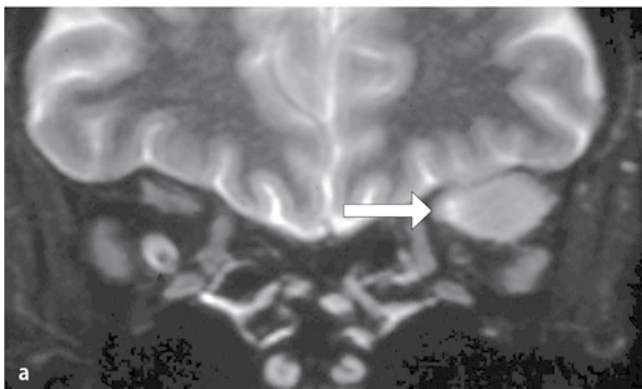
◀ T2-gewichtete, a axiale und b koronare MRT. Der Tumor ist durch *Pfeile* markiert
